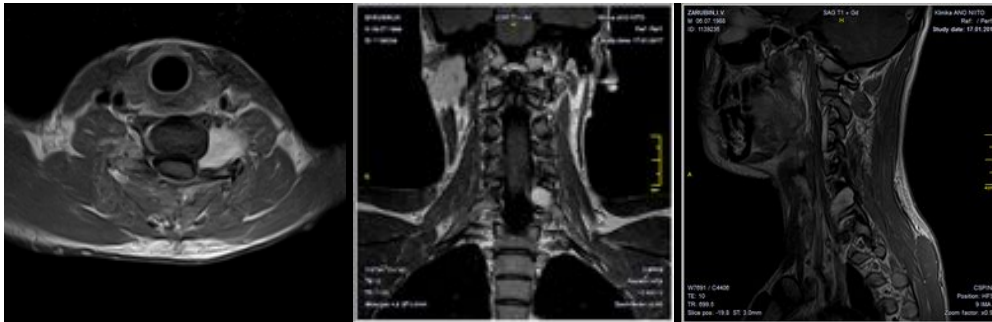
МРТ шейного отдела позвоночника больного с контрастированием до операции. На уровне С6-С7 позвонков слева определяется новообразование, накапливающее контраст
